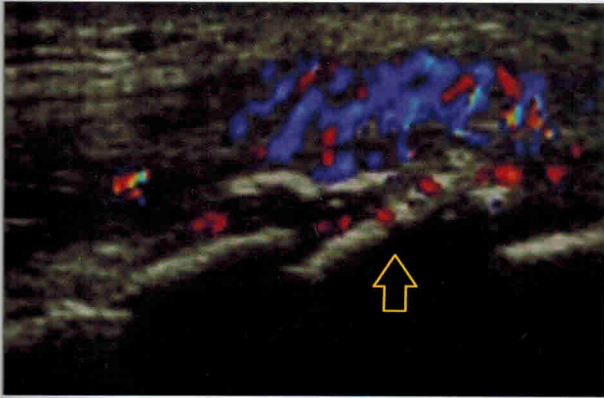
УЗИ бугристости большеберцовой кости при болезни Шляттера. Визуализируются неровность контура бугристости в месте прикрепления собственной связки надколенника ((указана стрелкой), усиление васкуляризации в этой области
